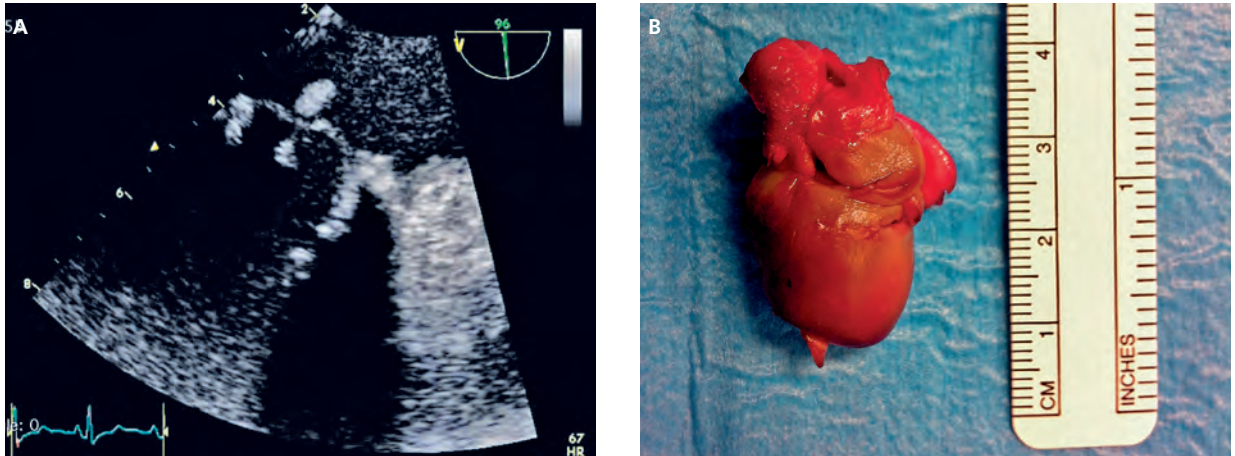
Vegetazioni valvolari in pazienti affetti da endocardite infettiva. (A) Quadro ecocardiografico. (B) Vegetazione asportata durante l'intervento chirurgico di sostituzione valvolare.
